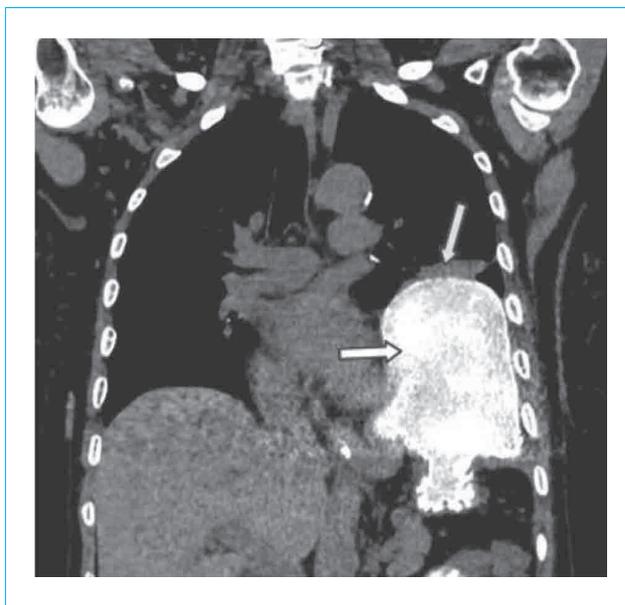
Chest CT scan, frontal projection. Oral gastric contrast in a patient with multiple ECFs: left-sided diaphragmatic hernia, gastric translocation into the left pleural cavity, compression atelectasis of the lower lobe of the left lung
